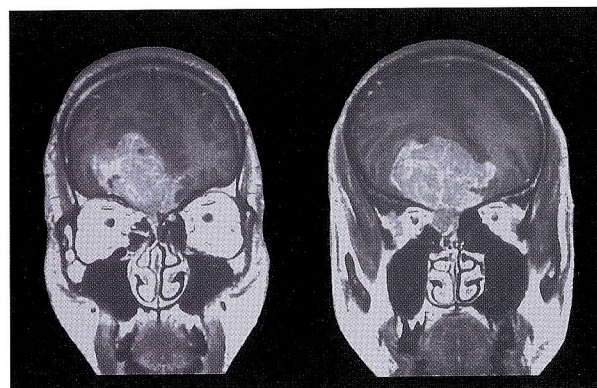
The coronal view of magnetic resonance image showing the tumor communicate to the ethmoid sinus.
